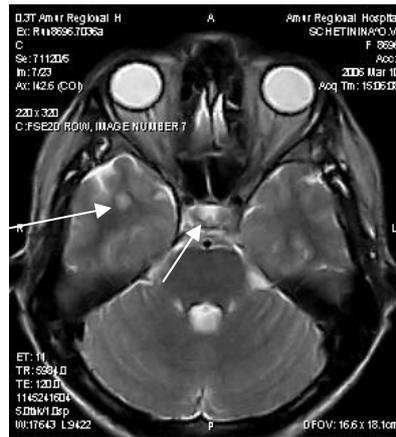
МРТ черепа (а – аксиальная проекция от 10.03.06 г.) больной Ш., 40 лет (отмечено появление очагового образования в теменно-височной области).
